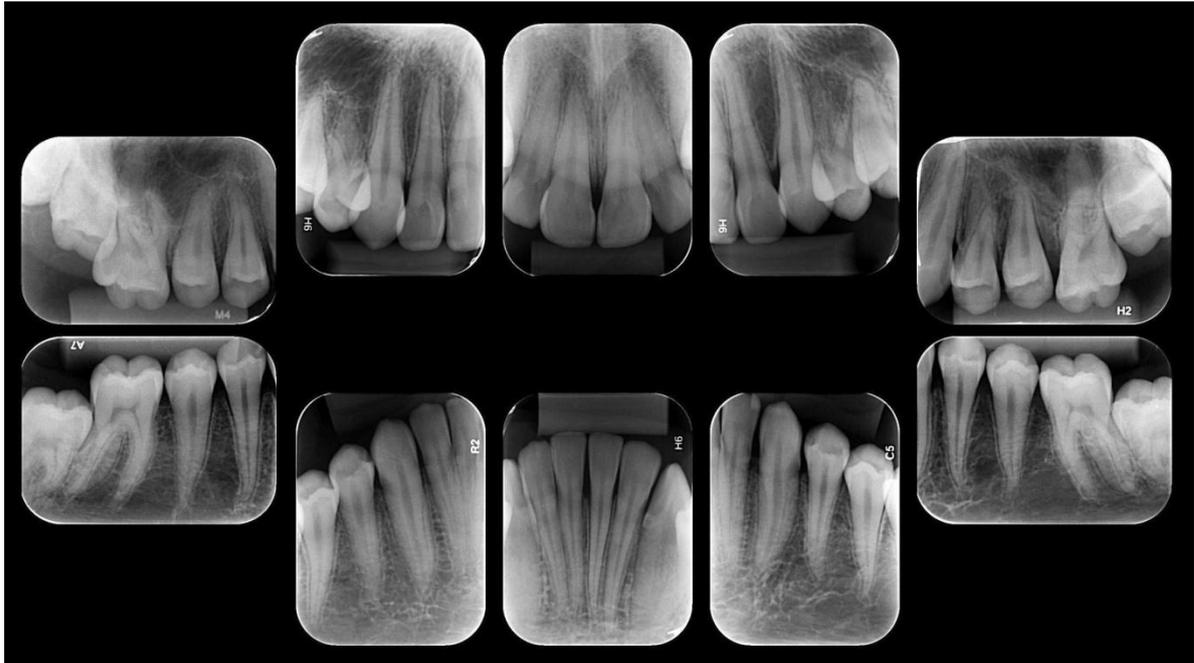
Radiografias periapicais.
